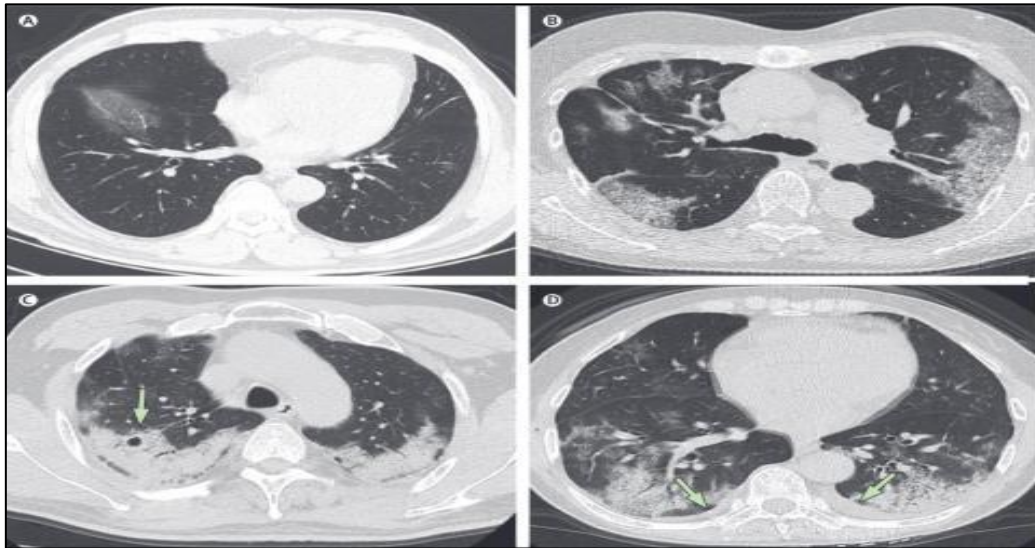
La tomodensitométrie (TDM) thoracique (28).
